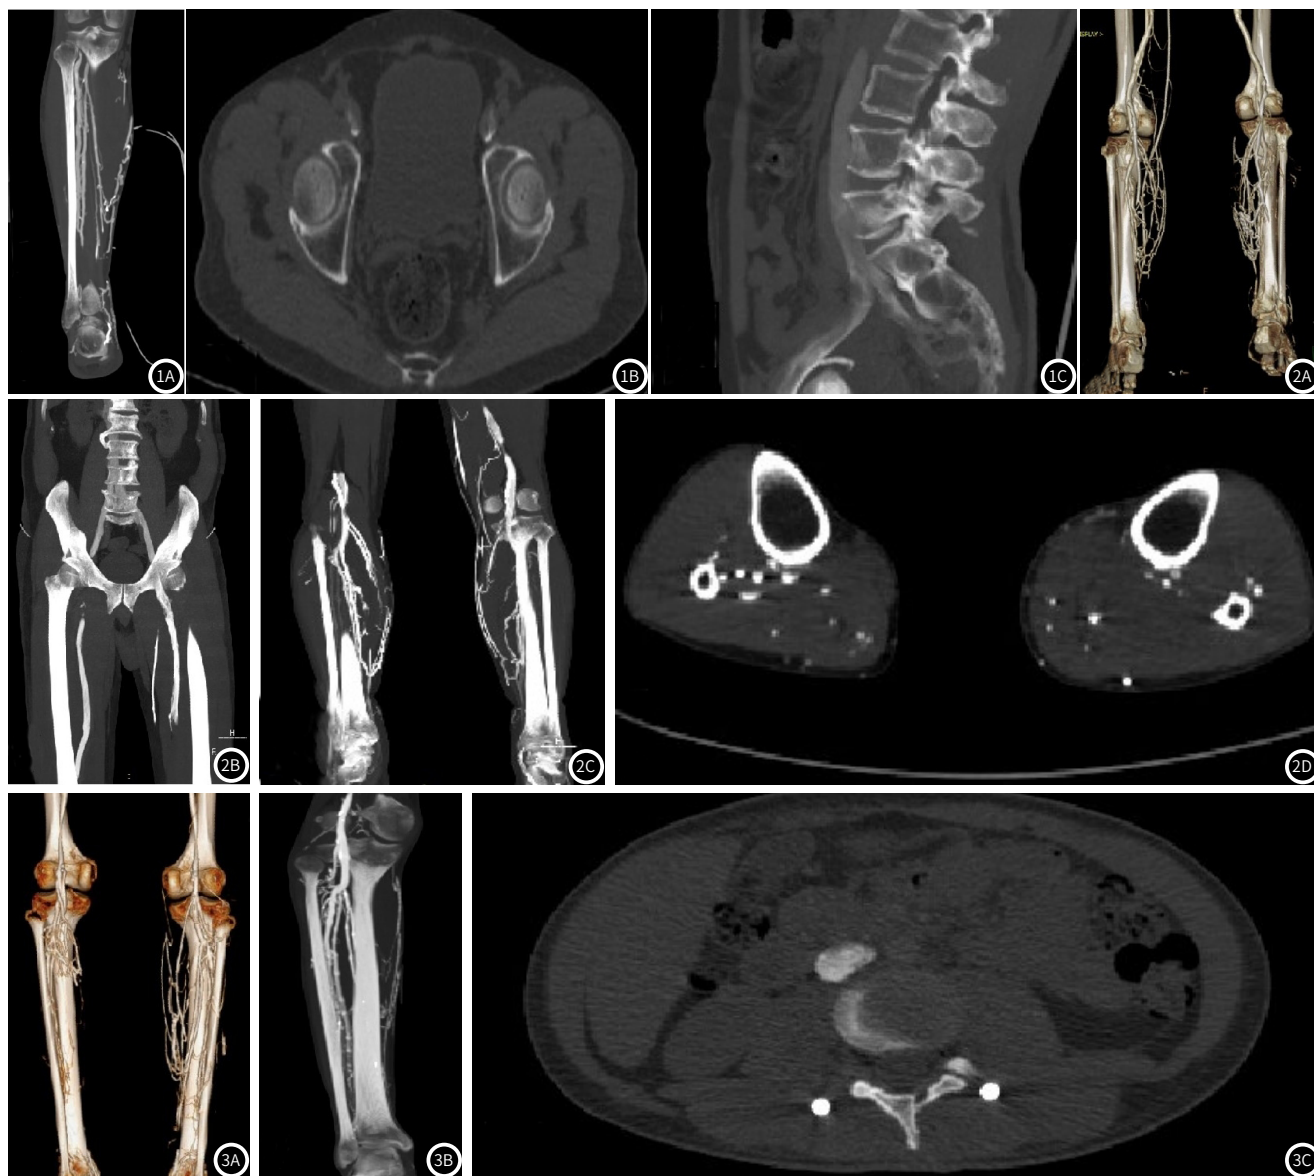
甲组某位患者CT检查影像图。图2 乙组某位患者CT检查影像图，为乙组某位73岁男性患者，左下肢肿胀疼痛20余天。图2A：下肢静脉VR成像，下腔静脉至双侧小腿静脉显示清晰；图2B：下腔静脉、右股骨静脉MIP成像良好，左股骨静脉对比剂混合不均，可见层流现象；图2C：双小腿静脉曲张，右小腿静脉对比剂浓度较高，调整窗宽窗位均无法满意显示管腔情况，图2D：轴位示小腿段静脉较多放射状硬化伪影。图3 丙组某位患者CT检查影像图，丙组某位22岁男性患者，车祸伤致右髌臼、耻骨下支骨折。图3A：下腔静脉至小腿静脉VR成像，双侧小腿静脉至下腔静脉显示清晰；图3B：为下腔静脉至小腿静脉MIP成像，小腿静脉至下腔静脉显影良好，管腔局部对比剂稍显浓聚，观察效果良好；图3C：示在保证小腿段静脉显影良好情况下，近侧下腔静脉对比剂亦充盈良好。
